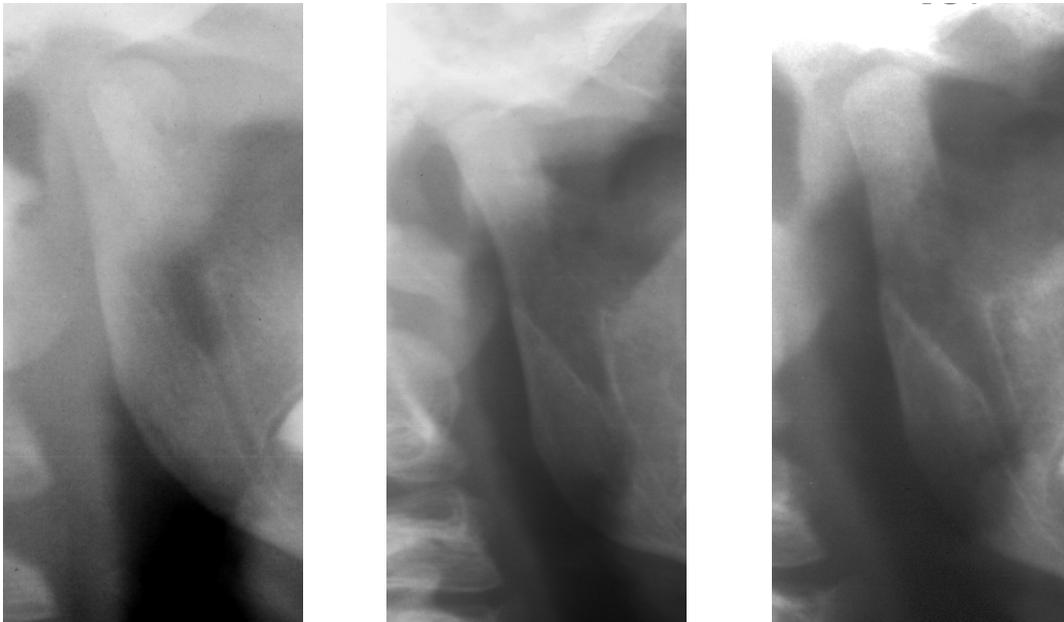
OPG-Röntgenserie einer Remodellierung nach früh-funktioneller Behandlung bei einem 9,5-jährigen Patienten
